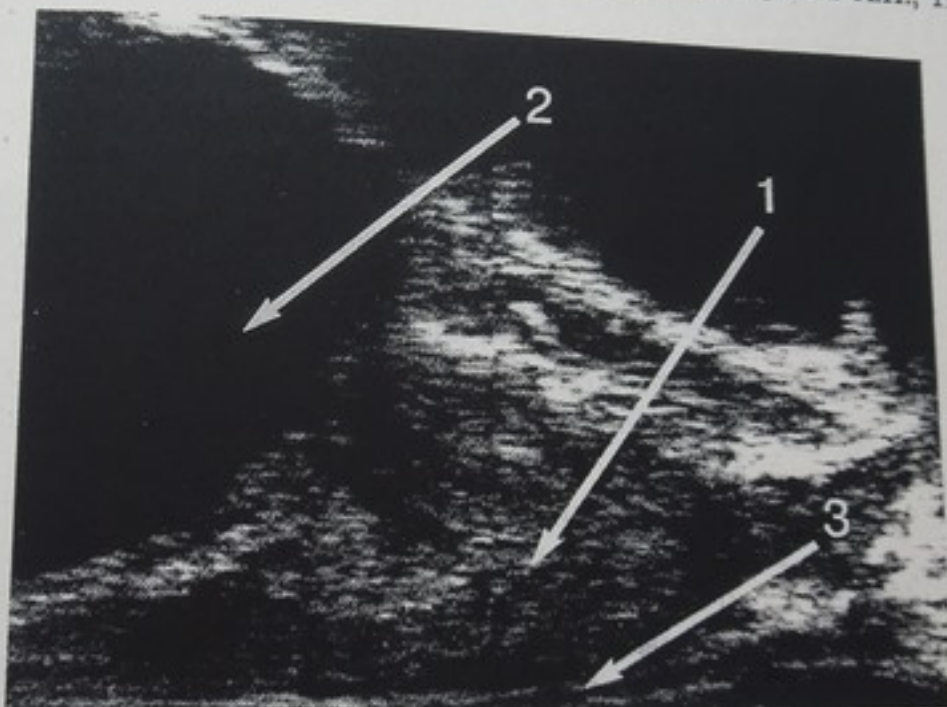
ТРУЗИ мужчины линейным датчиком:
